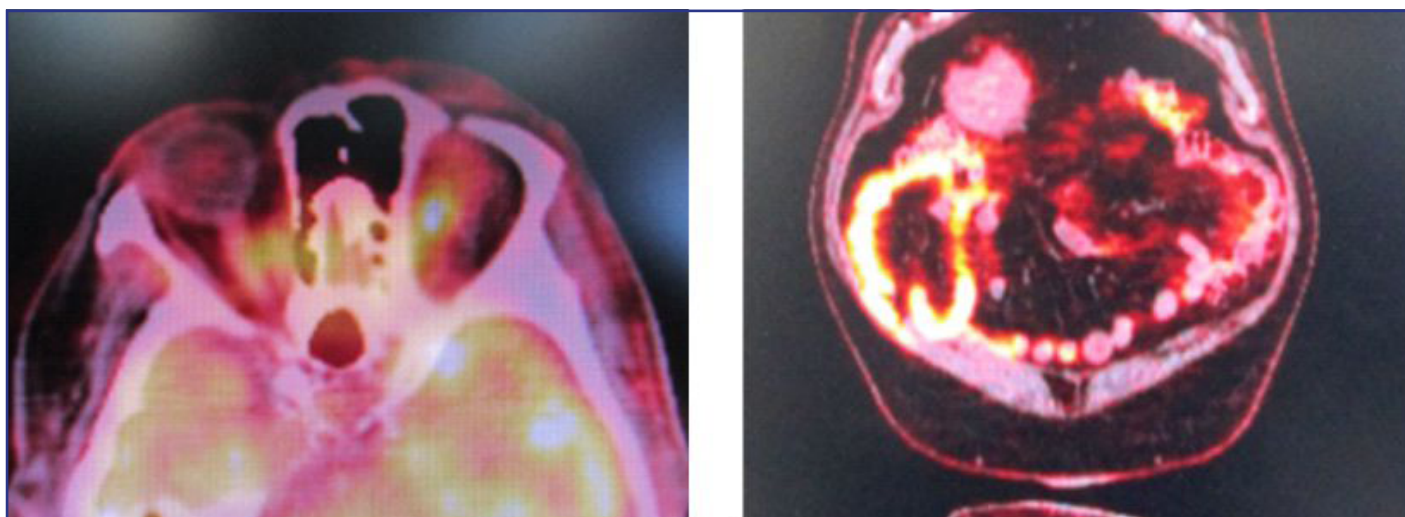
Imagen de PET-TC que muestra enfermedad orbitaria y metastásica a nivel costal.
